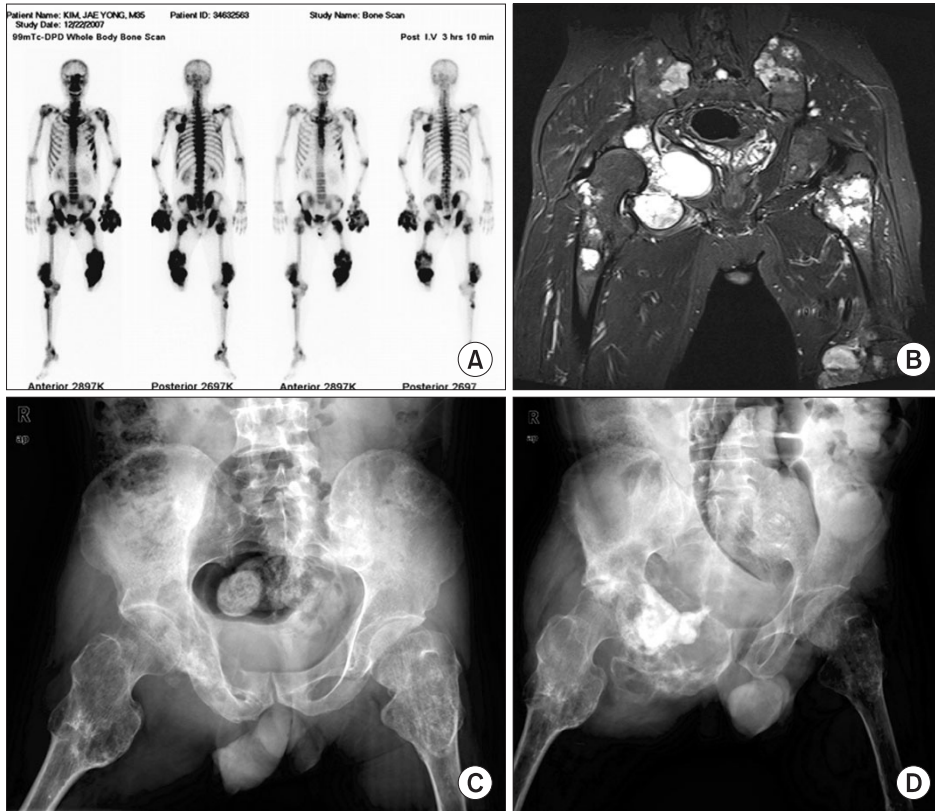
Patient was a 30-year old man who was diagnosed as Ollier's disease. (A) Bone scan shows multiple irregular uptakes. (B) This MRI was taken just before incisional biopsy. On the T1W1 MRI image, there are mixed low-high SI on T2WI and heterogeneous enhancement in both hip bones and proximal femurs. (C) Preoperative radiograph shows osteolytic bony destruction of right acetabulum, ischium and superior pubic ramus. (D) This radiograph was eight months after curettage and bone cementation. The patients is alive with disease.
